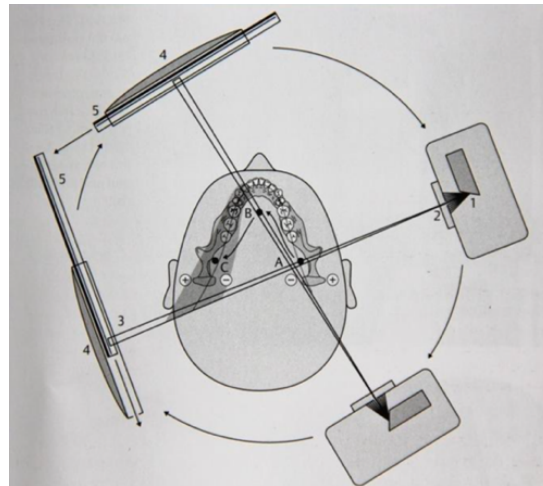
Bewegungsablauf einer Panoramaschichtaufnahme (1) Röntgenfokus, (2) primäre Schlitzeblende, (3) vertikale Schlitzeblende, (4) Halterung, (5) Bildempfängersystem, Drehpunkt A, B, C (Pasler, 2008 S.184)
